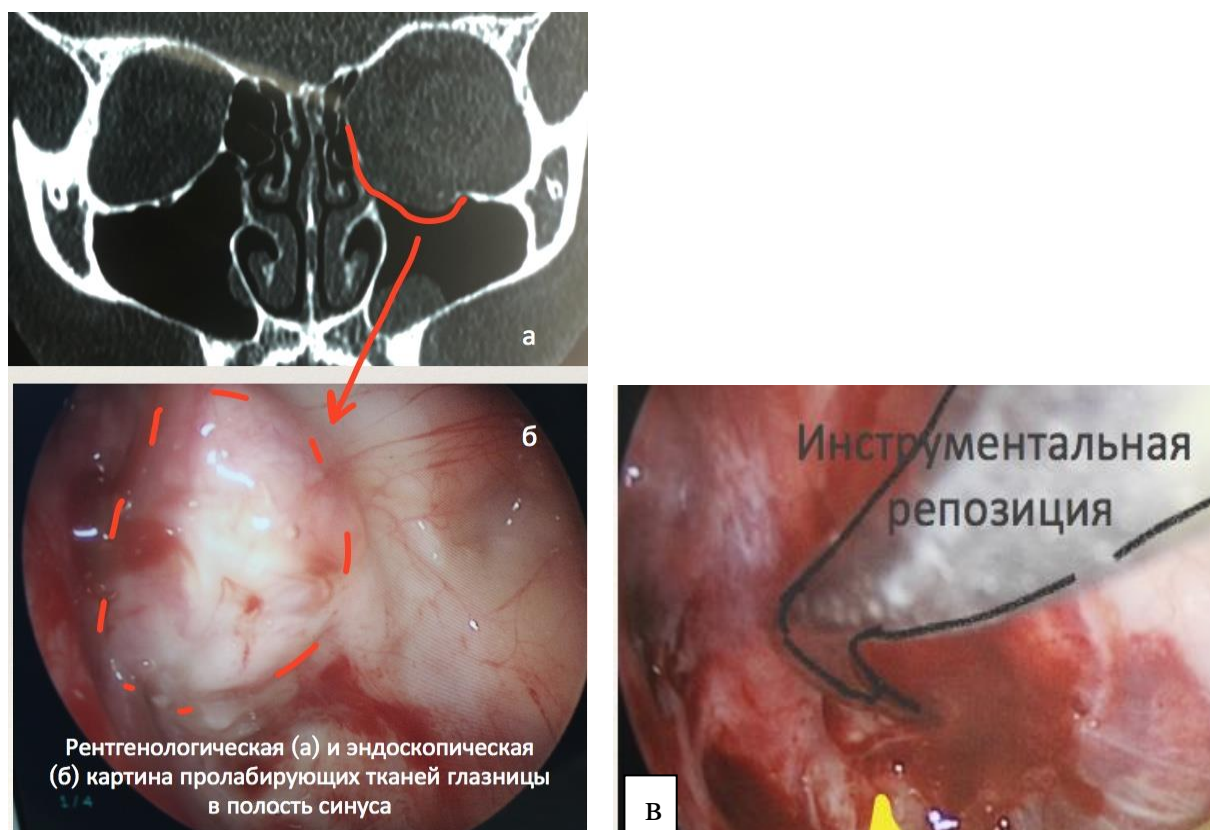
КТ (а) и интраоперационная (б) картина пролабирующей в полость верхнечелюстного синуса нижней стенки глазницы; в) этап
